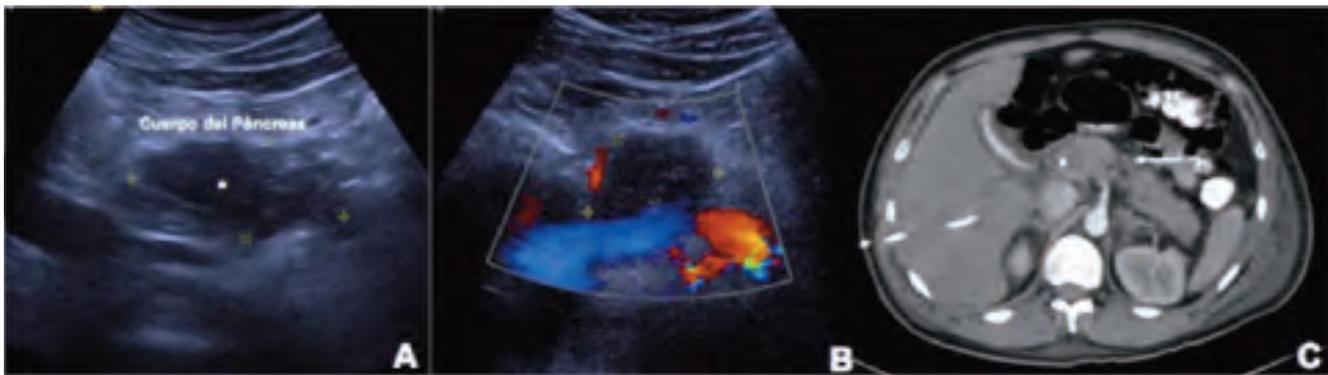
A. Ultrasonido abdominal donde se observa tumor en el cuerpo del páncreas (*), B. Ultrasonido abdominal con Doppler que muestra vascularización en el tumor pancreático y C. Reconstrucción axial de tomografía abdominal donde se observa tumor pancreático (Flecha)
